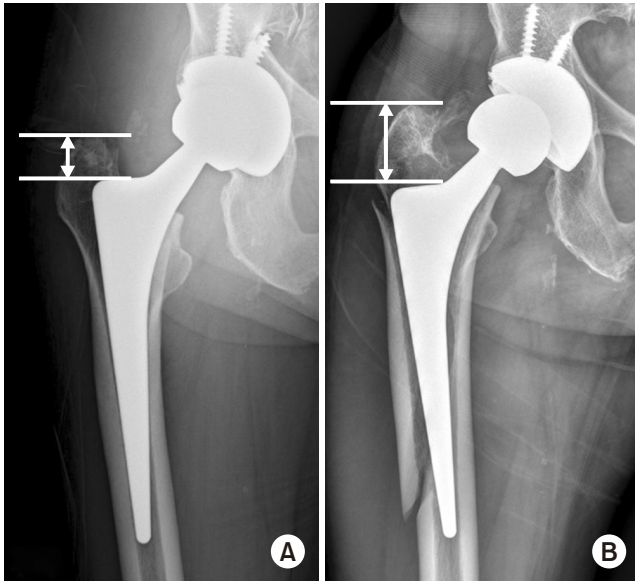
Anteroposterior radiographs of the femur obtained at pre-fracture (A) and post-fracture (B). Note that the distance between the tip of the greater trochanter and stem shoulder was increased after the periprosthetic fracture (stem subsidence). This implies the stem is unstable.
